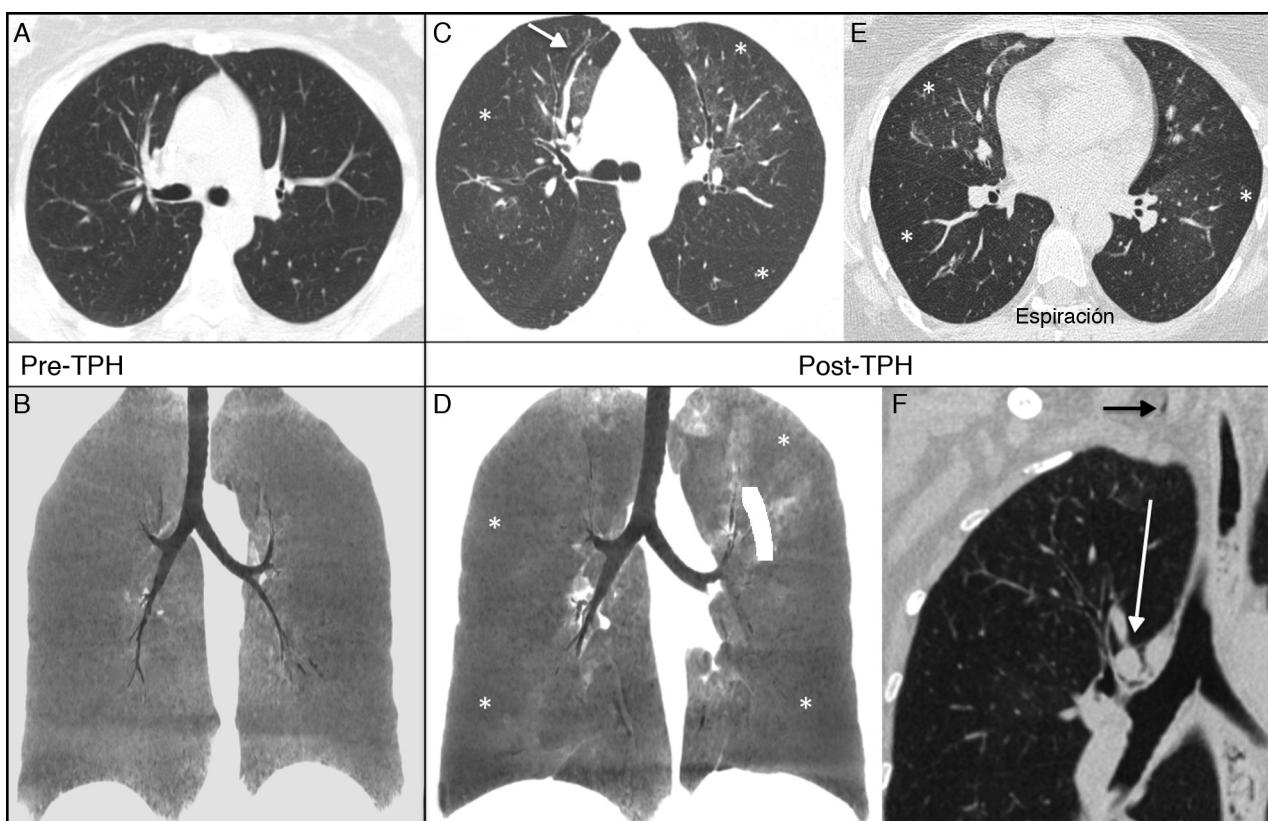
Síndrome de bronquiolitis obliterante (SBO) y fuga aérea. Leucemia mieloide aguda (LMA), antecedente de trasplante de precursores hematopoyéticos (TPH). a-b) Tomografía computarizada (TC) previa al TPH. c-e) TC de alta resolución 12 meses post-TPH. Comparativamente, en las imágenes axiales en inspiración (a y c) se observa la aparición post-TPH de hiperinsuflación y patrón de perfusión en mosaico con áreas radiolucientes (asteriscos) y pequeñas bronquiectasias (flecha). El atrapamiento aéreo (asteriscos) se confirma en el estudio en espiración (e). Las reconstrucciones coronales, proyección de mínima intensidad (MinIP) de corte grueso (b y d) ayudan a reconocer las áreas radiolucientes parcheadas (asteriscos). f) Reconstrucción coronal de TC meses después. Complicación con «fuga aérea» del SBO. Enfisema intersticial en torno al eje broncovascular (flecha blanca) y pequeño neumomediastino (flecha negra).
